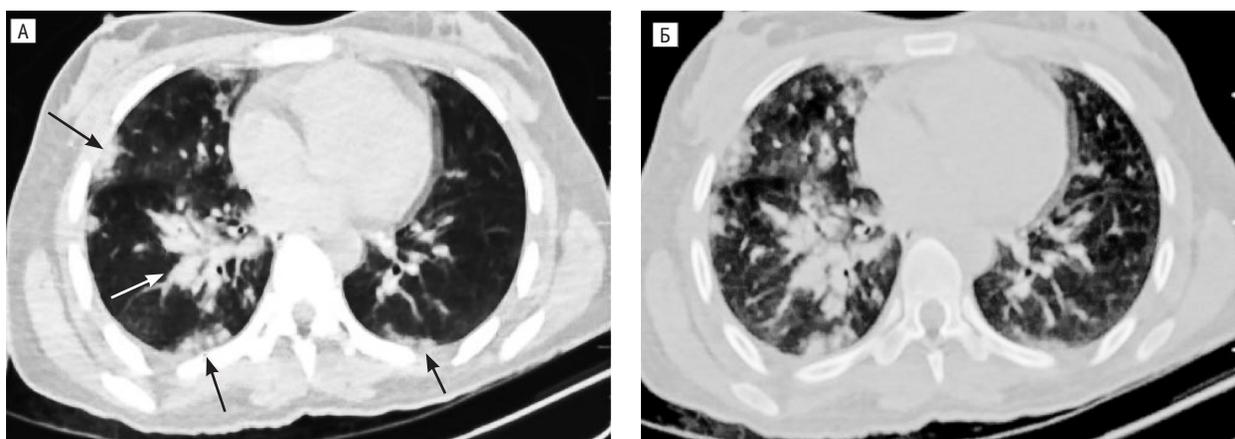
Комп'ютерна томографія органів грудної клітки жінки віком 25 років із первинними вибуховими ушкодженнями
